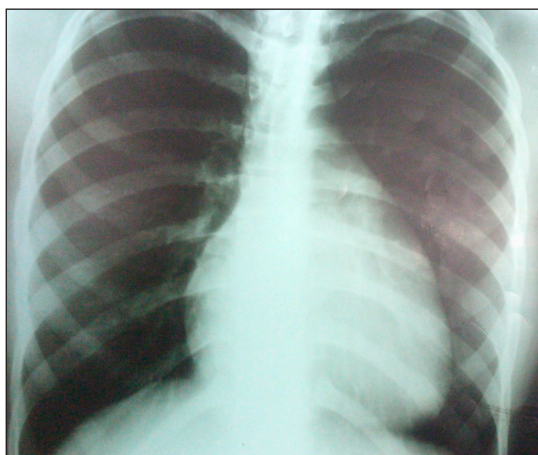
Radiografía de tórax pre quirúrgica.
